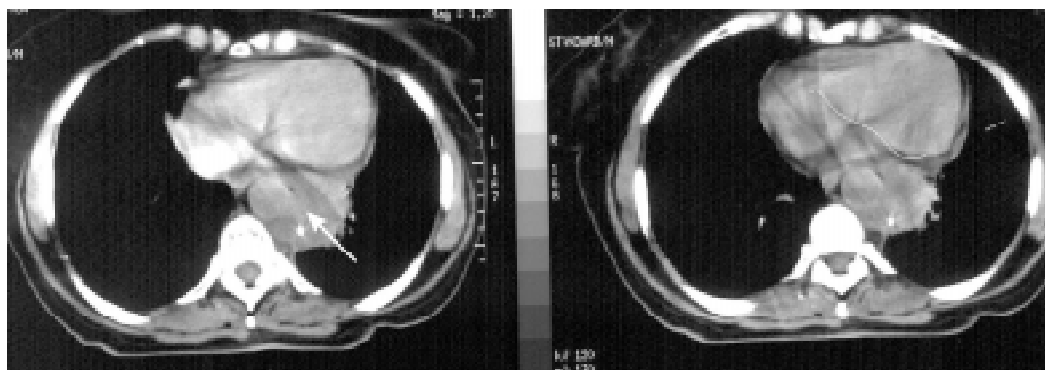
На КТ спостерігається протяжність стику пухлини із середостінням понад 3 см, кут стику пухлини з аортою — 90°. Під час операції встановлено неоперабельне поширення раку в середостіння та аорту
